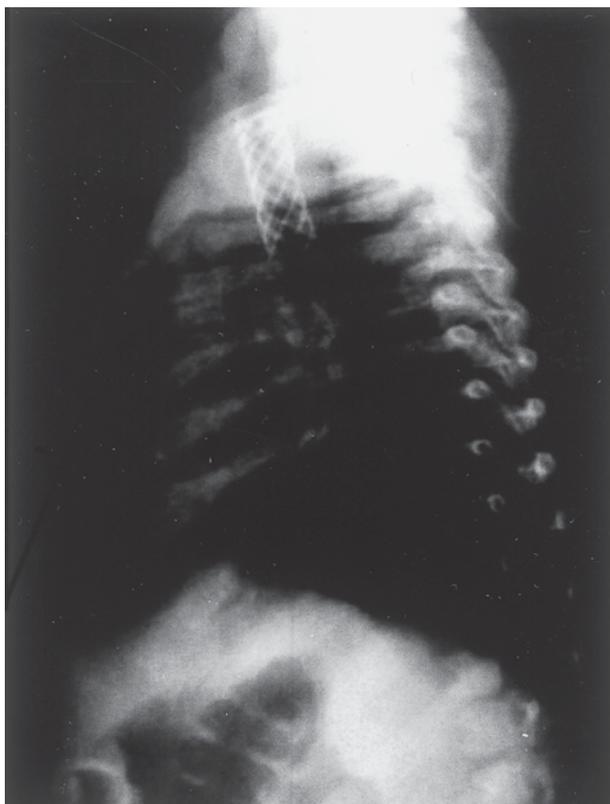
Radiografía lateral de tórax en el caso 1. Se aprecia la prótesis metálica colocada en la tráquea.
